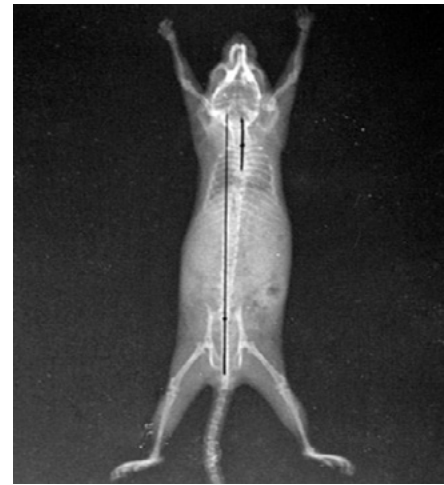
Radiografía después de una semana de uso del botón de resina oclusal.
